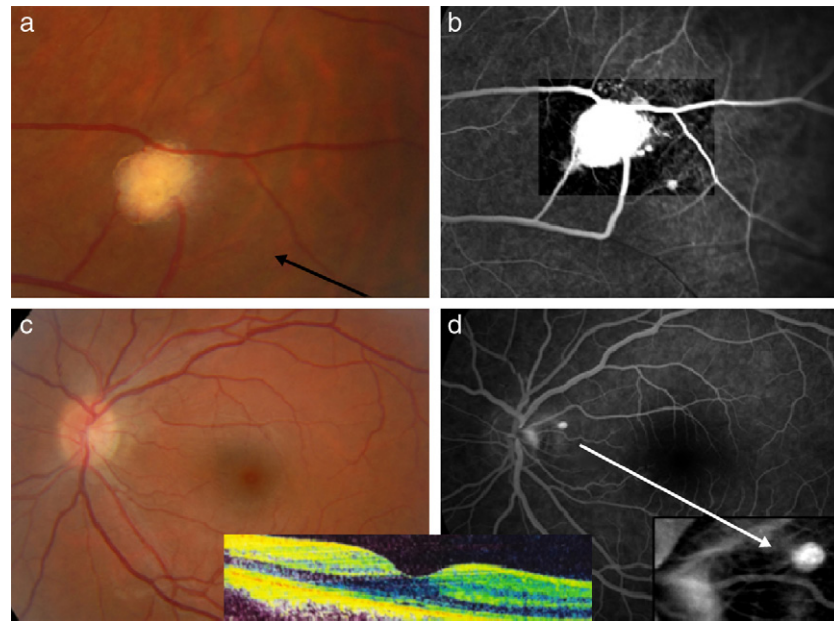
a y b) Hemangioma capilar retiniano en temporal superior del OI de aspecto blanquecino y bien delimitado con dos arterias nutricias y un hemangioma capilar retiniano satélite de pequeño tamaño apreciable en la angiografía. c y d) Hemangioma capilar retiniano yuxtapapilar de pequeño tamaño apreciable solo mediante angiografía. Tomografía de coherencia óptica macular normal.
